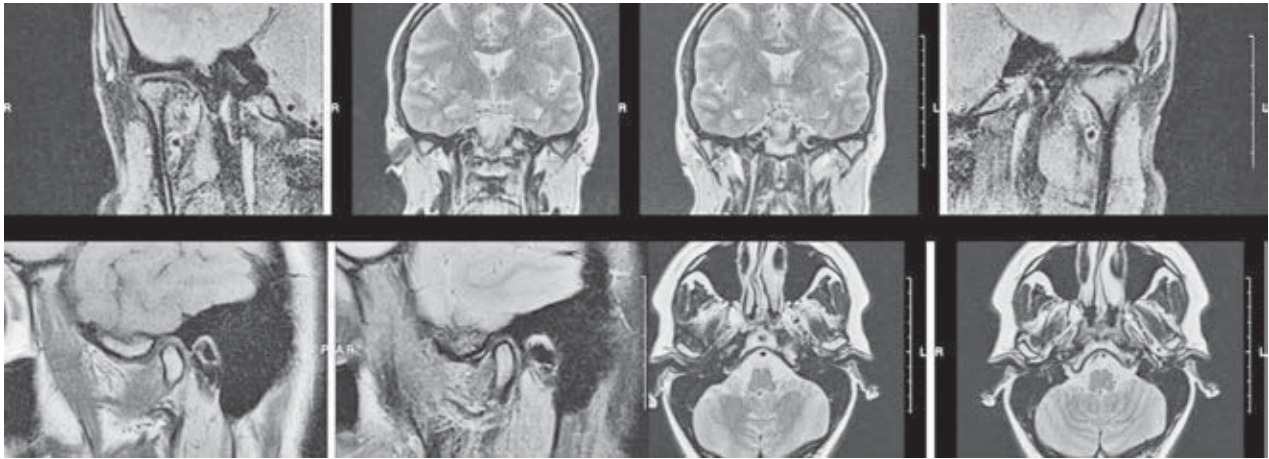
Магнітно-резонансна томографія (МРТ) скронево-нижньощелепних суглобів пацієнта з глибоким прикусом.
